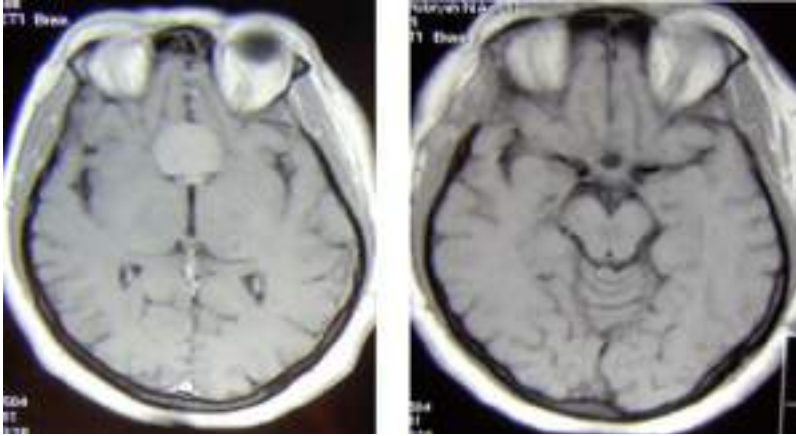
МРТ до- та після хірургічного лікування (менінгіома пагорбка).
